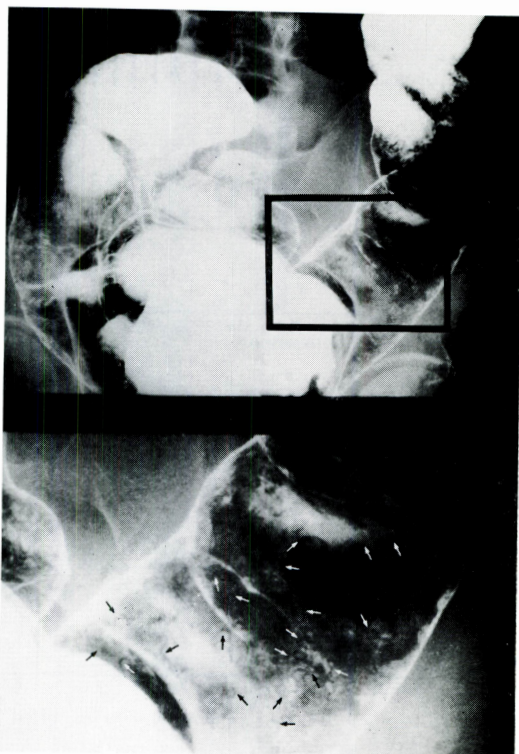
X-ray finding of colon (arrow: negative shadows of whipworm).
